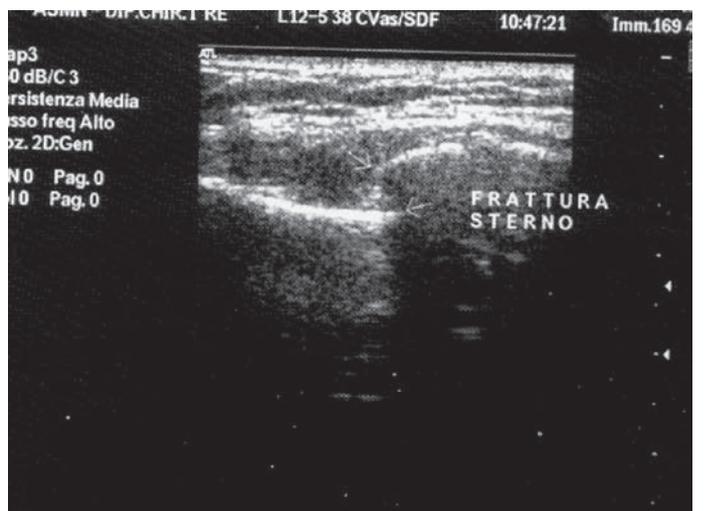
Ecografia del torace: frattura di sterno.
